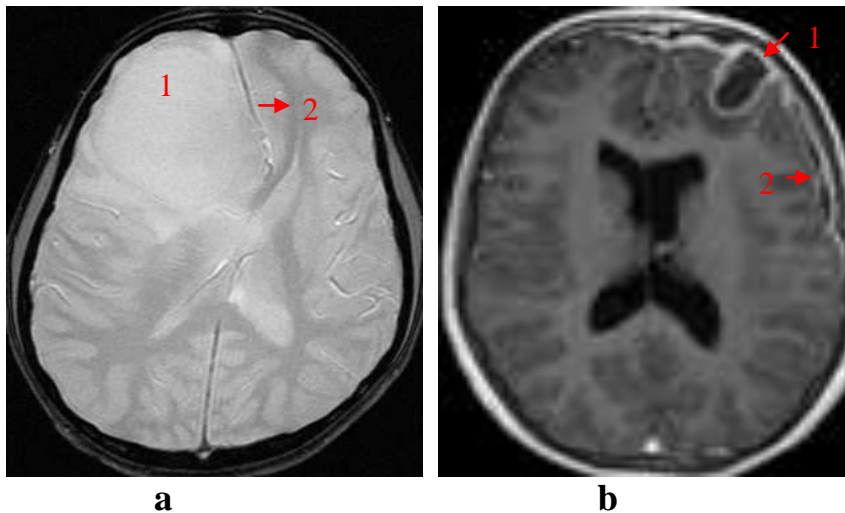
Principales complications infectieuses cérébrales à l'IRM [106]
